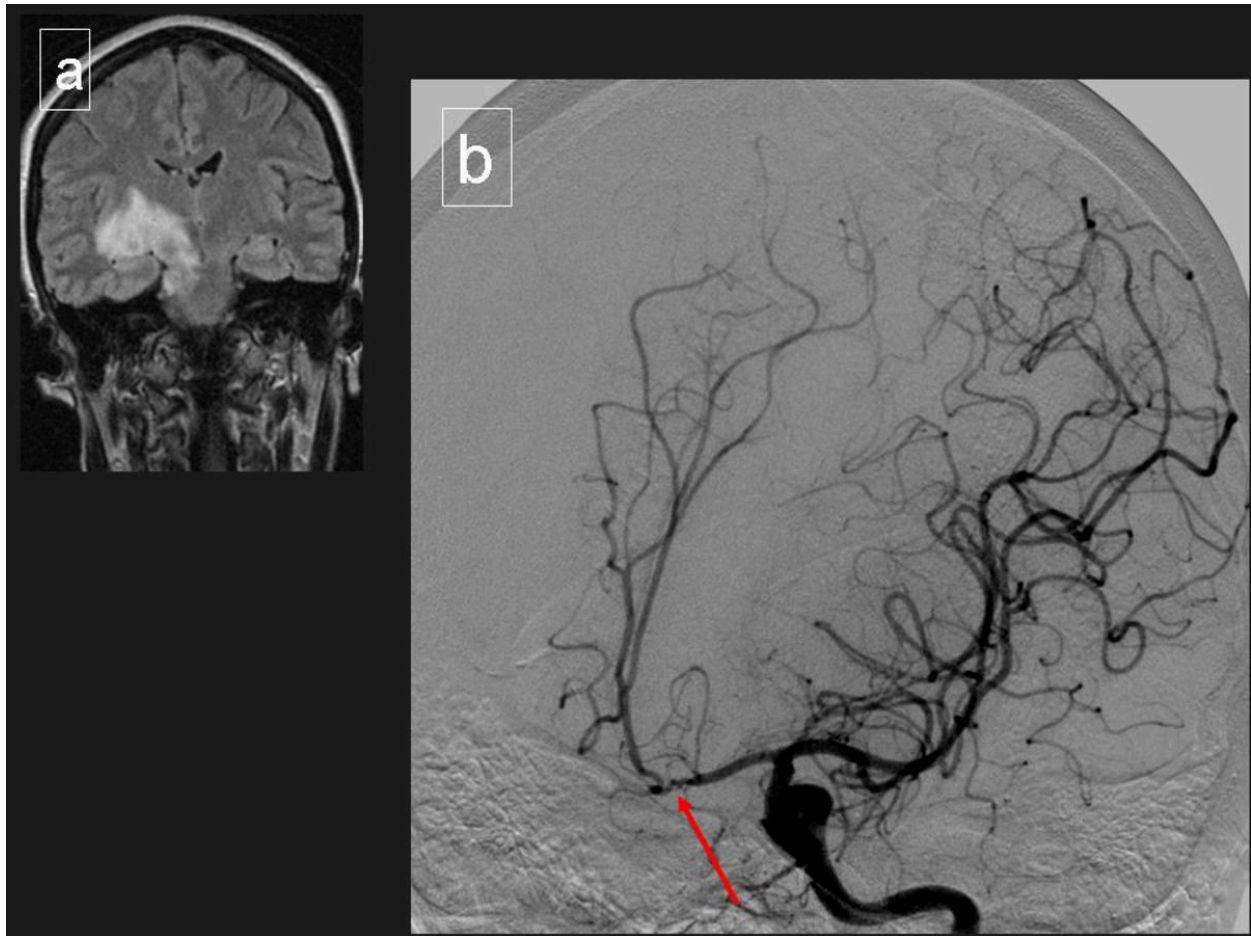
Vasculitis cerebral secundaria. Paciente joven de 34 años, natural de Brasil, con el diagnóstico de enfermedad de Behçet. Se muestran 2 imágenes, una de RM con secuencia FLAIR coronal donde se observa la afectación talamo-capsular con extensión al mesencéfalo y la protuberancia (a). La segunda imagen es una arteriografía cerebral selectiva en carótida interna izquierda, con presencia de estenosis segmentarias en segmento A1 de arteria cerebral anterior izquierda (b).
